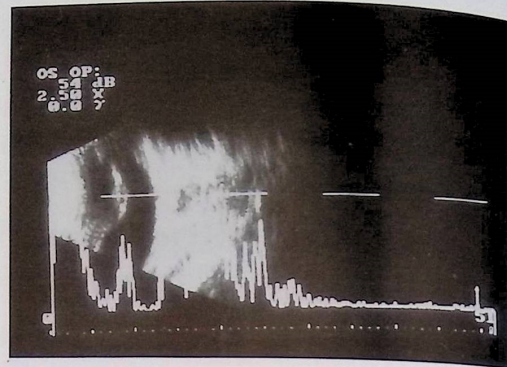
Obraz ultrasonograficzny w prezentacji A+B o.s. z lejem otwartym w przednim odcinku i wąskim w tylnym
